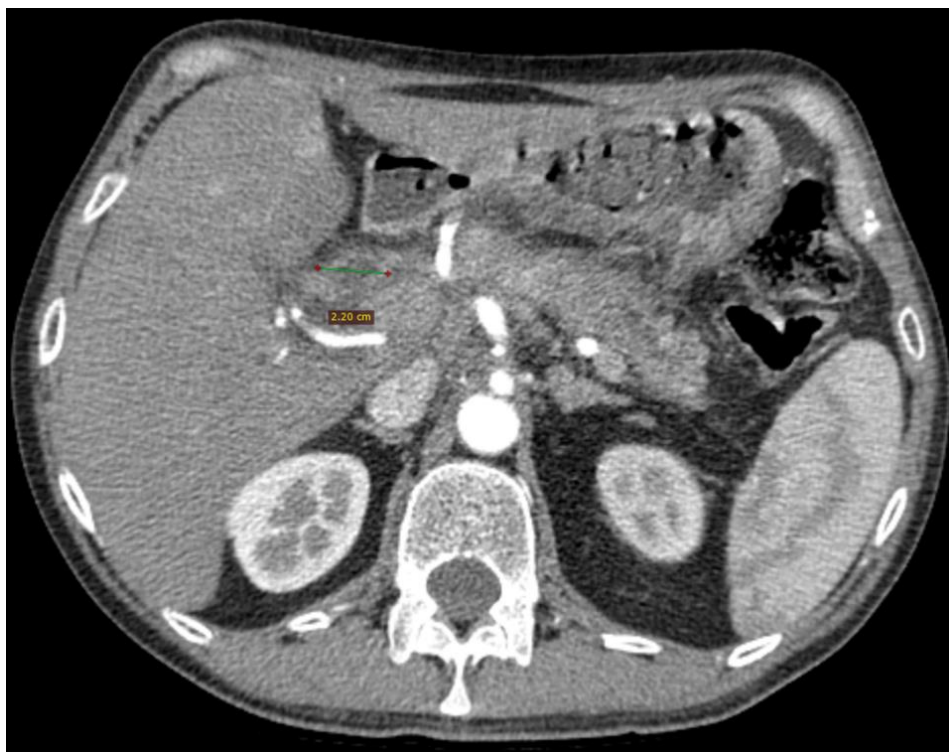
МСКТ ОБП с внутривенным болюсным контрастированием
